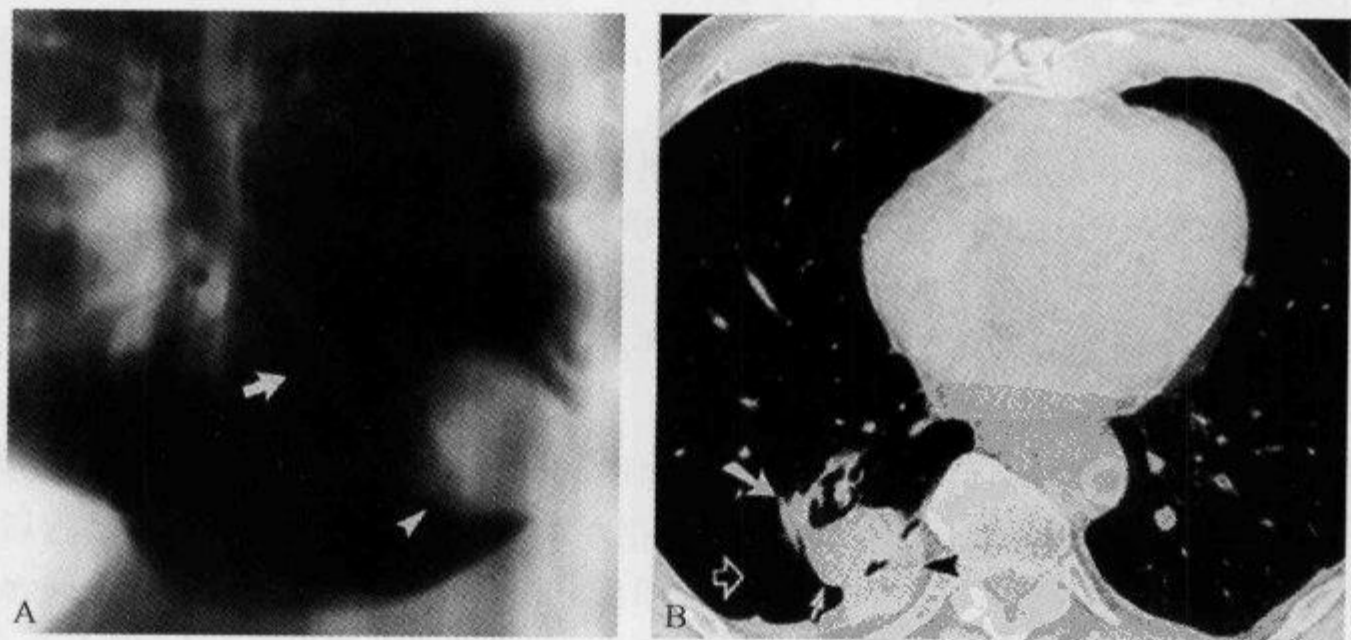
胸部体层摄影及 CT 示“彗星尾征”
